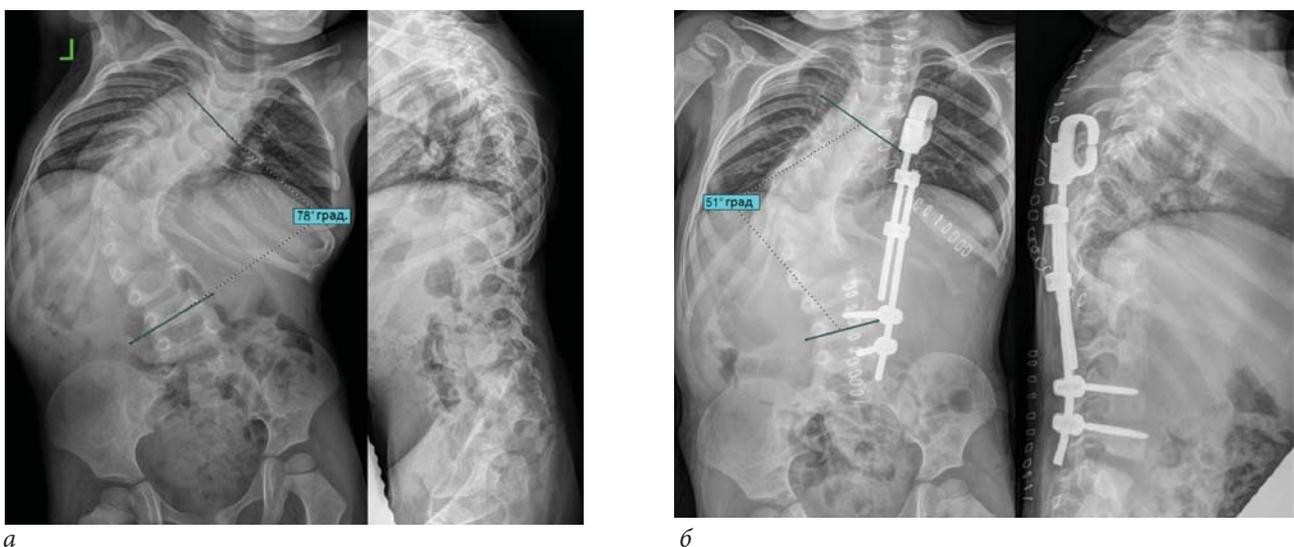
Рентгенограммы пациентки С., 5 лет. Диагноз: «Врожденный сколиоз на фоне множественных аномалий развития позвоночника (заднебоковые Th2(S), Th6(S) полупозвонок, правосторонний несегментированный стержень Th4-Th7, синостоз 2-7-х ребер справа)»: а — до операции; б — после хирургического вмешательства
